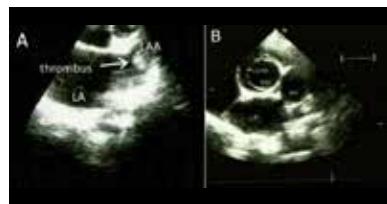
(A) LA thrombus is seen in LAA (white arrow) in the parasternal short axis view in the transthoracic echocardiography. (B) Crescentic IMH is seen in the proximal ascending aorta in the parasternal short axis view in the transthoracic echocardiography. LA: Left atrium, LAA: Left atrial appendage, ASC AORT: ascending aort, PA: main pulmonary artery, IMH: Intramural hematoma.
